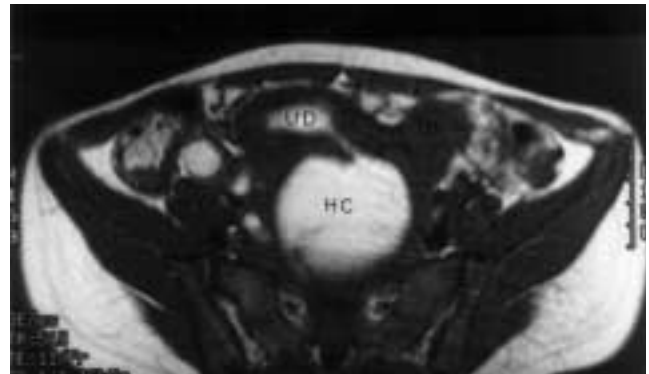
Corte horizontal de la resonancia magnética de otra de las pacientes, donde se observa un gran hematocolpos (HC) en comunicación con el útero derecho (UD). Junto a éste se aprecia el izquierdo que está vacío (UI).
